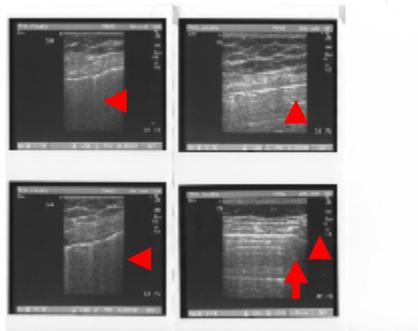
Ultrasonografía pleural. En las imágenes superiores y en las inferiores izquierdas se observa el signo del cometa (descarta neumotórax) y en las inferiores derechas se observa el "signo de la estratosfera" (evidencia de neumotórax)
